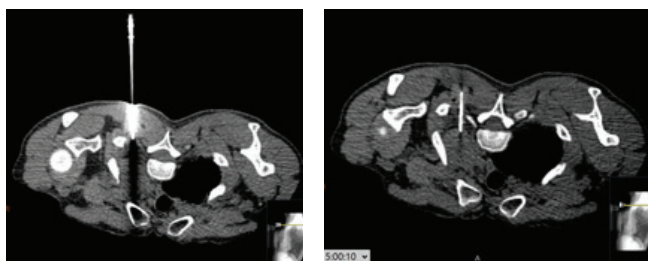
biópsia “tru-cut” guiada por TC de lesão pulmonar - TC em decúbito ventral com a agulha nos tecidos moles da parede torácica (seta), à esquerda; TC durante a biópsia, identificando-se a ponta da agulha na lesão alvo (seta), à direita (Imagens do PACS do CHUDSA).
